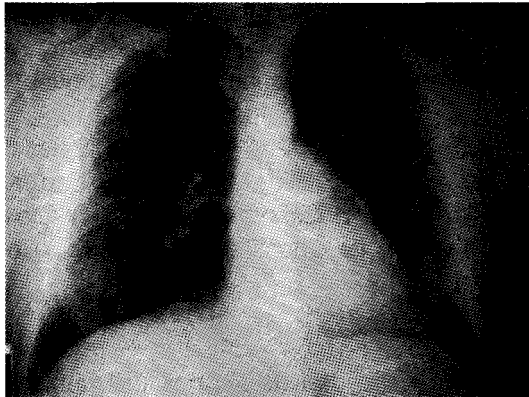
Radiografía de tórax de control con aumento de los infiltrados intersticiales.
